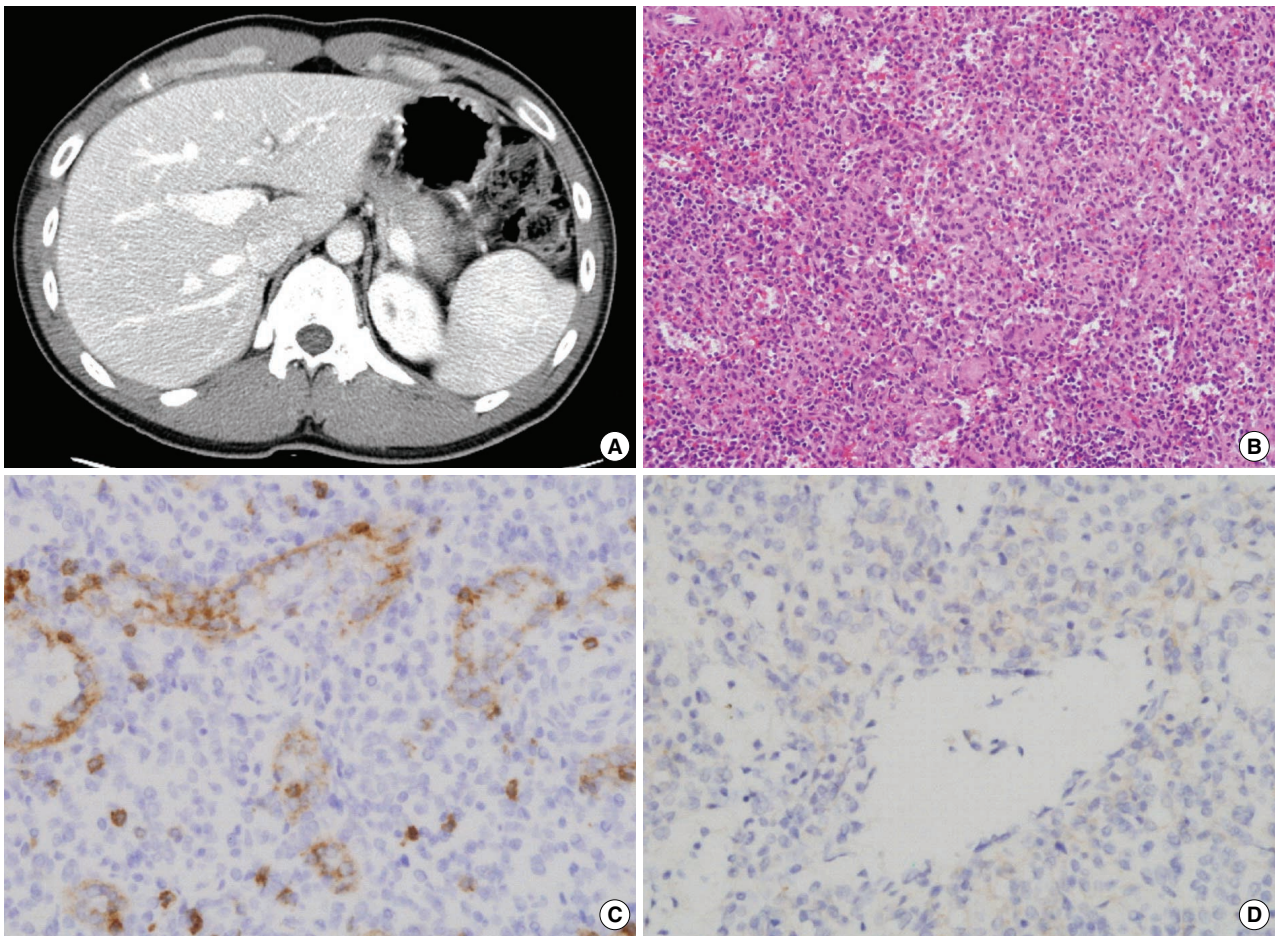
Hamartoma. (A) A well demarcated ovoid homogenous highly attenuated mass is observed on contrast enhanced computed tomography. (B) The right area is distinguishable from the normal left area because of a more solid appearance and no white pulp. The sinuses are positive for CD8 (C) but negative for CD34 (D).
